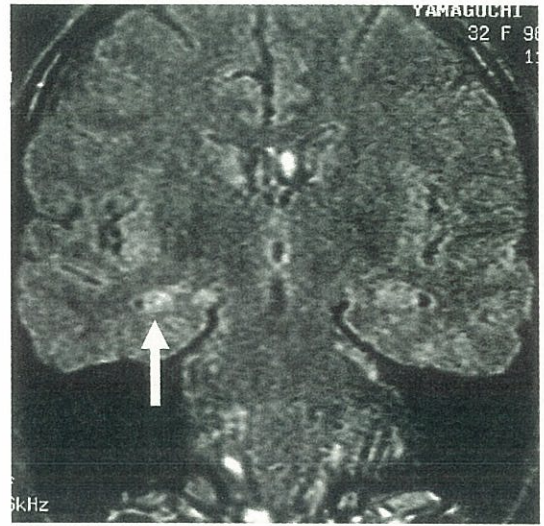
FLAIR法MRI (冠状断像)、右海馬の高信号が認められる(矢印)。
